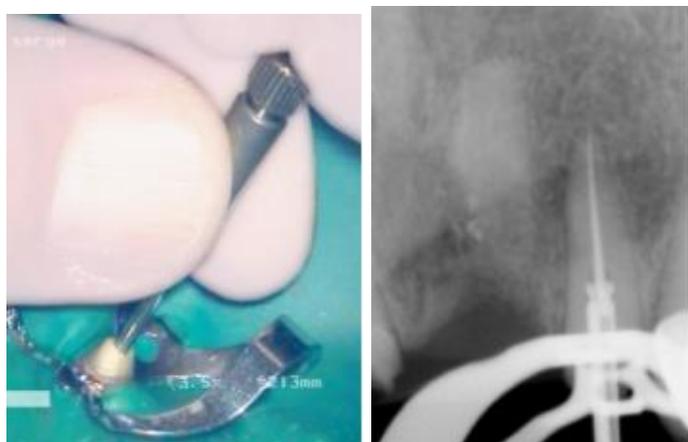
Vissage du pointeau dans le sens antihoraire et la prise d'une Radiographie où l'on voit bien le pointeau qui coince l'instrument dans l'étranglement du tube creux.
